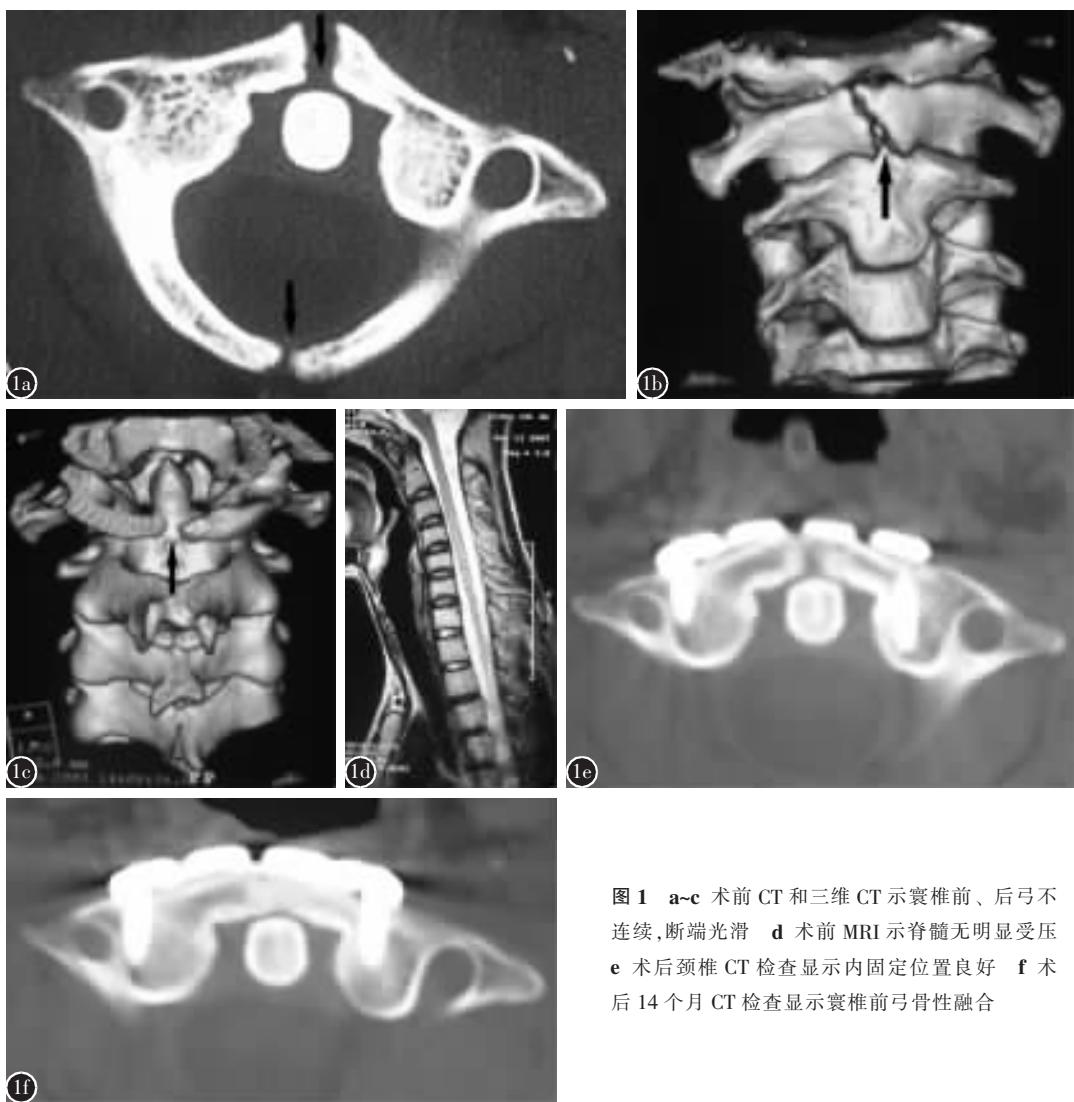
a-c 术前CT和三维CT示寰椎前、后弓不连续,断端光滑 d 术前MRI示脊髓无明显受压 e 术后颈椎CT检查显示内固定位置良好 f 术后14个月CT检查显示寰椎前弓骨性融合
